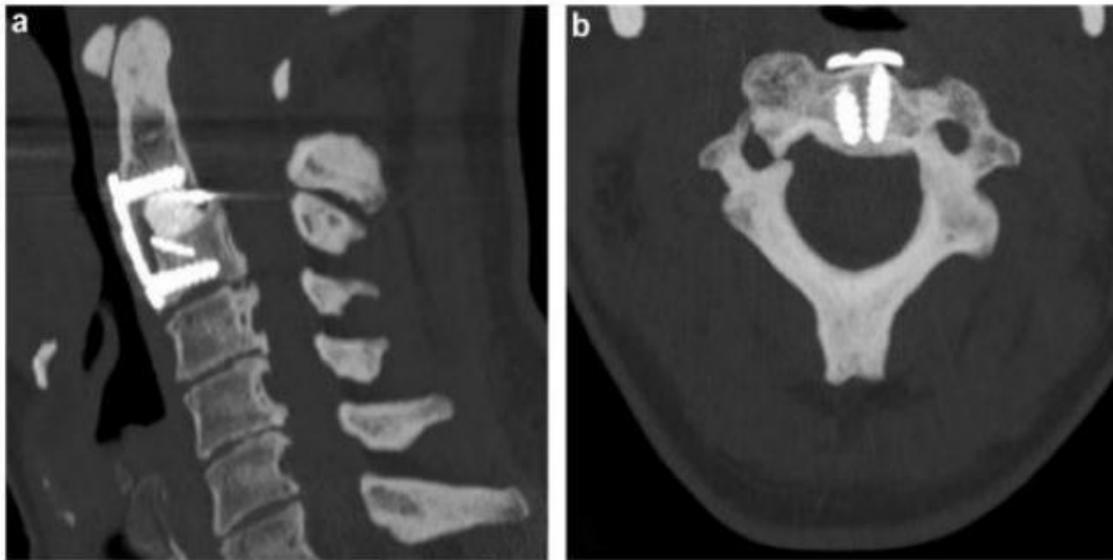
TDM du rachis cervical : Contexte de fracture bi-isthmique de C2 (a) coupe sagittale montrant une arthrodèse antérieure par cage en PEEK, fixation par ancre et plaque vissée antérieure. (b) coupe axiale montrant la fusion osseuse à 1 an [170].
